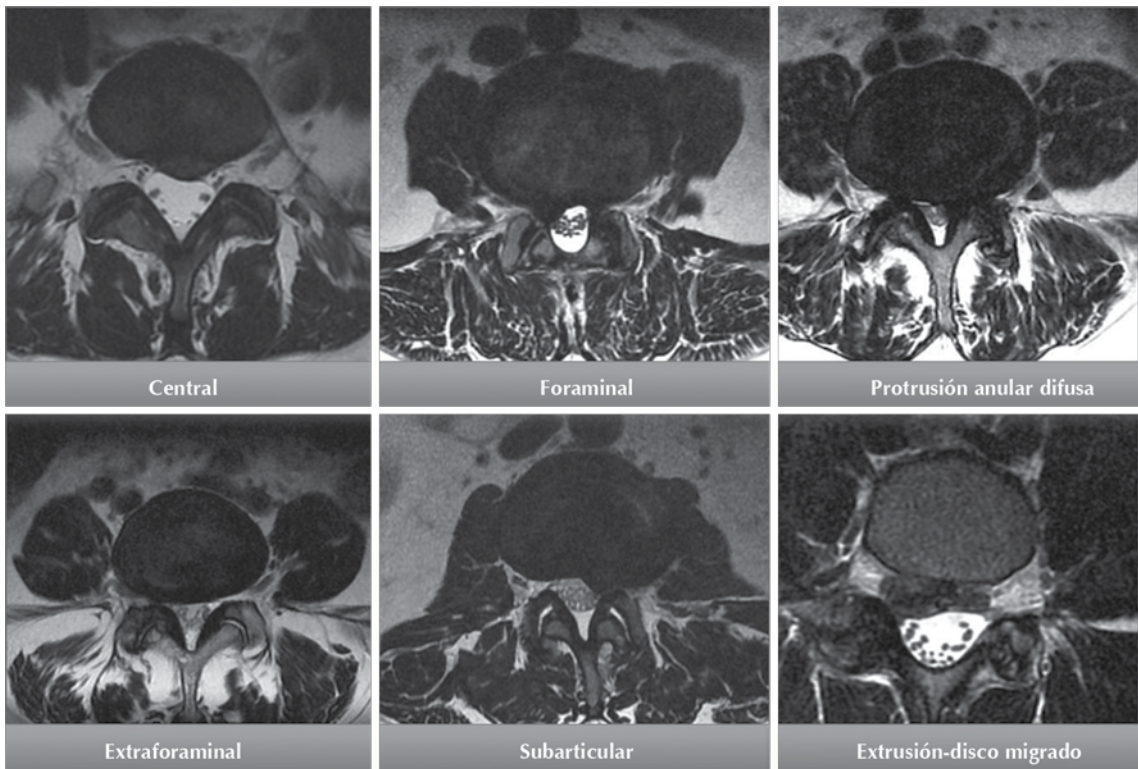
Resonancia, plano axial, potenciada en T2, de diferentes pacientes. Se describen los diferentes tipos de hernia discal según su localización.
